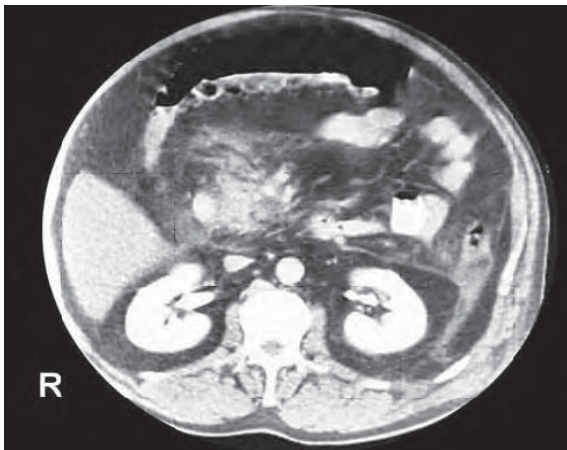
/8. TAC de abdomen. Pancreatitis aguda grave. Necrosis de gran parte del páncreas con reacción peripancreática.
